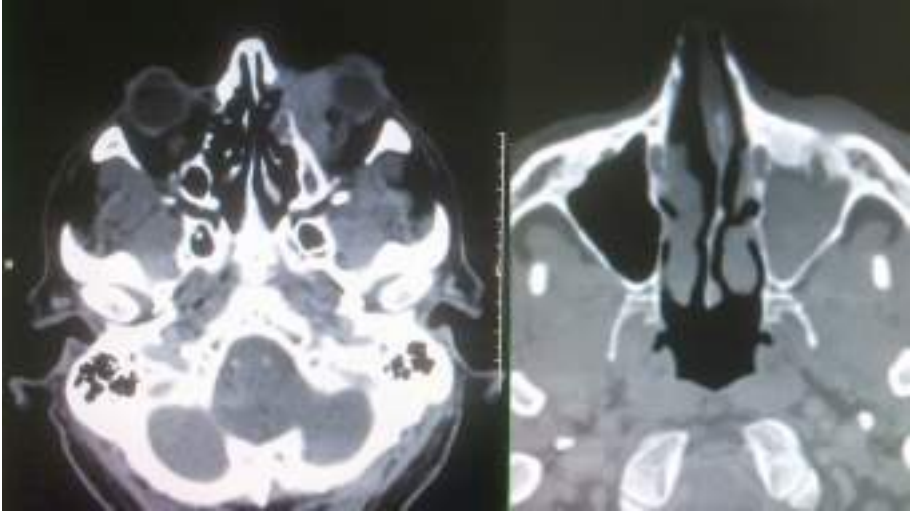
TC masa sólida órbita nasal inferior izquierda. Ocupación seno maxilar izquierdo.
